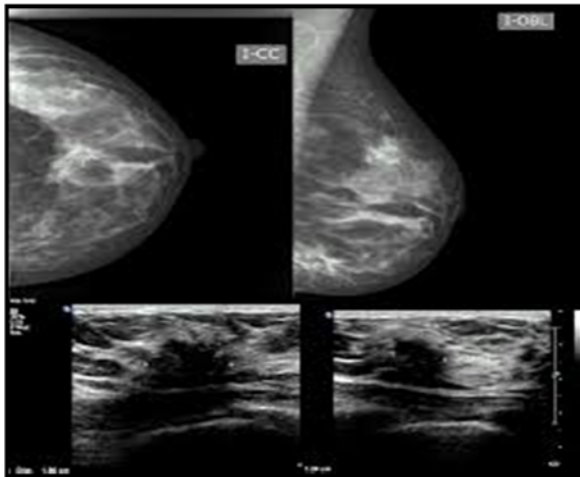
Imágenes comparativas en MMG y ecografía de un CM izquierdo.
